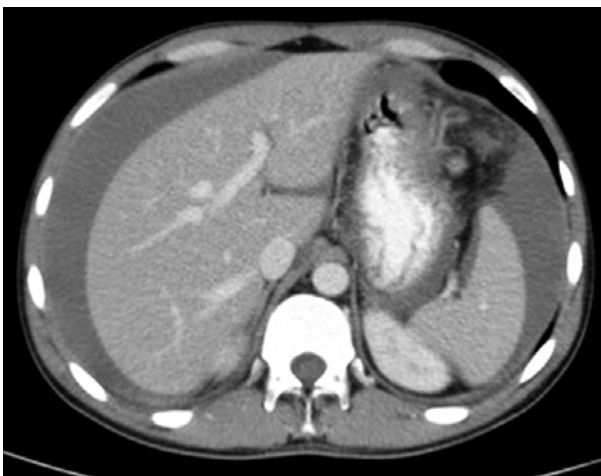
Tomografia computadorizada evidenciando tumor localizado na grande curvatura gástrica, com captação heterogênea do meio de contraste, medindo 9,2x7,7cm
